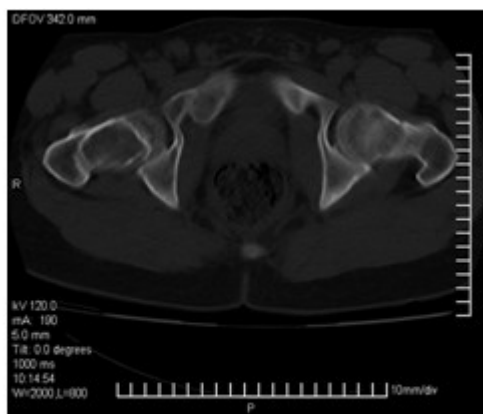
TAC simple monocorte (Siemens®)
